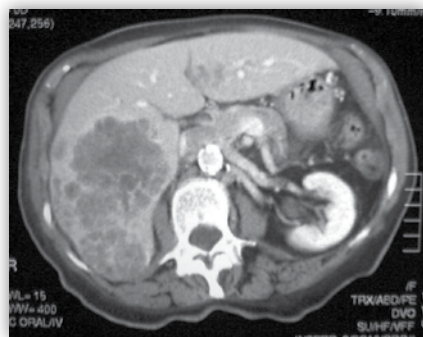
Metástasis hepáticas visibles en la tomografía computarizada del abdomen.
